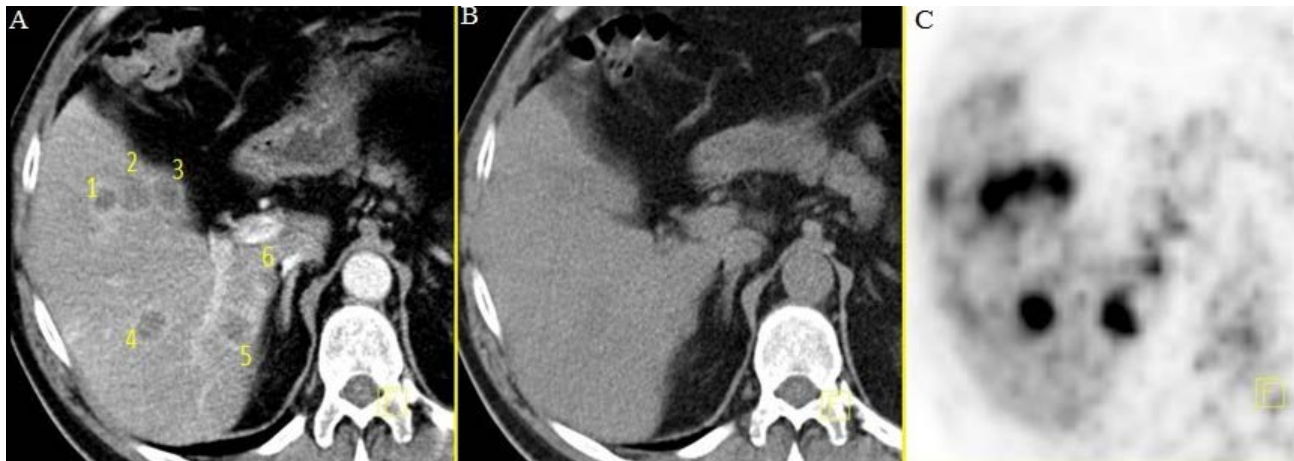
Contrast and non-contrast PET and CT findings of the number, size, and localization of metastatic lesions
